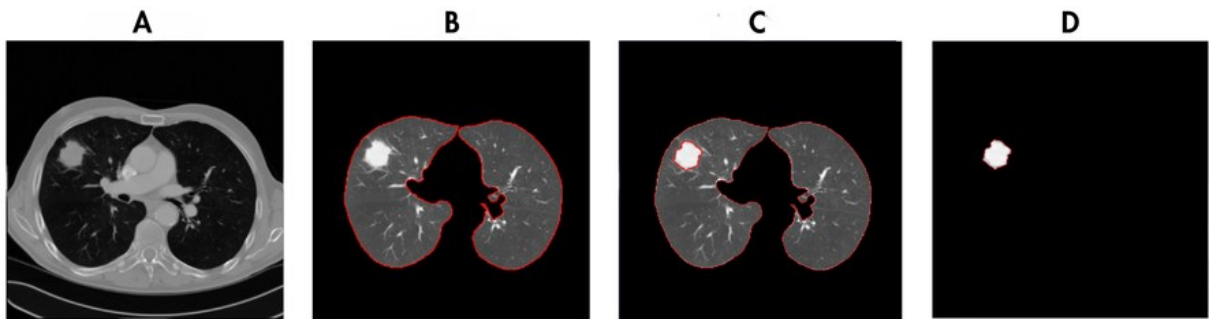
Exemplo do pipeline de segmentação aplicado a uma tomografia computadorizada de tórax. (A) Imagem axial original da tomografia computadorizada. (B) Segmentação com contorno dos pulmões sobrepostos. (C) Pulmões segmentados com sobreposição do nódulo pulmonar. (D) Máscara isolada do nódulo pulmonar correspondente. Fonte: Elaborado pelo autor.
